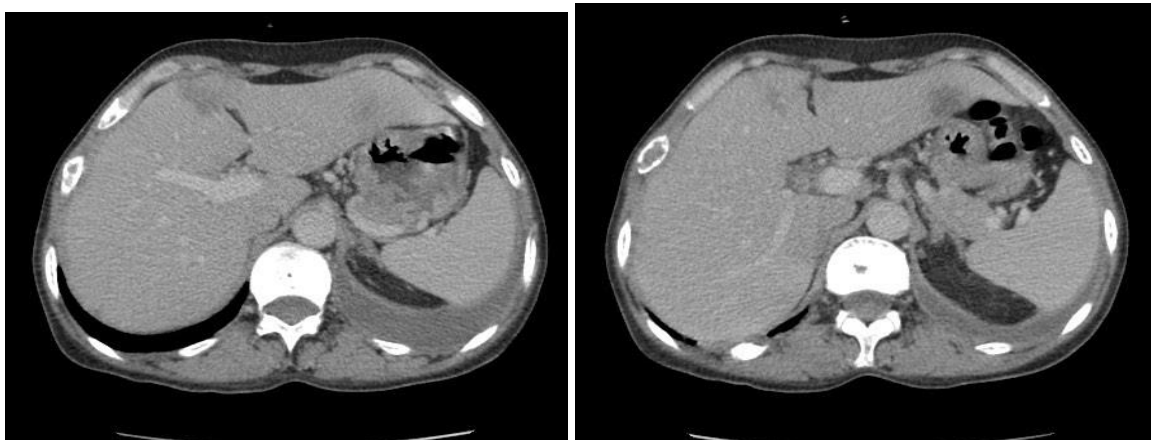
Images TDM montrant deux métastases hypodenses des segments 2 et 4 du foie d'un carcinome canalaire du sein gauche opéré. Notez la présence d'une pleurésie gauche.
